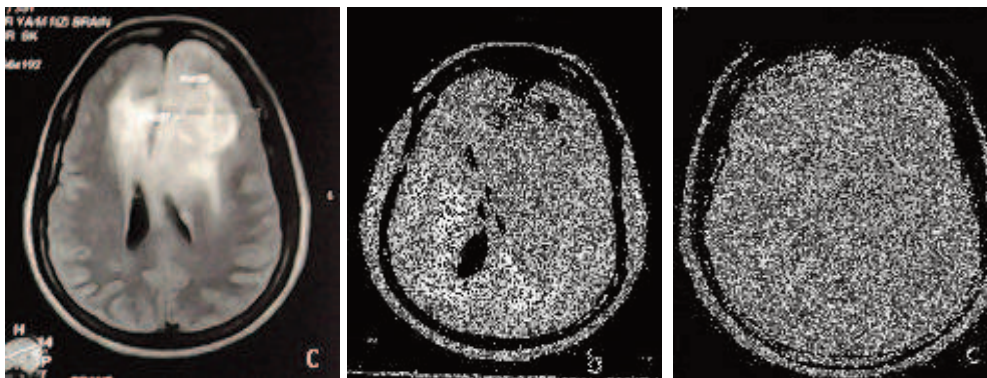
IRM du post partum séquence T1 sans injection de Gadolinium (a) T1 après injection de gadolinium (b) T2 axial (c). On note une augmentation du volume de la tumeur oligodendrogliale.
